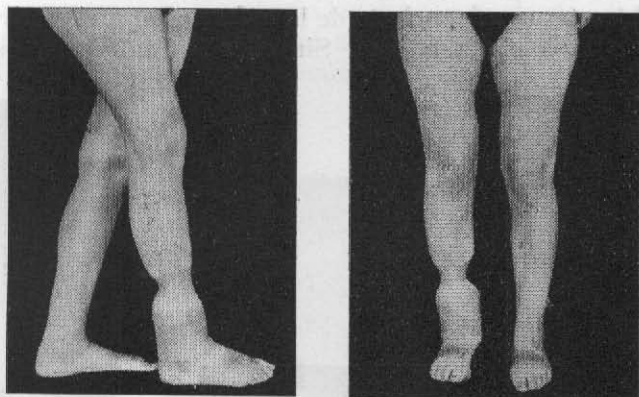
Linfedema por brida amniótica del tercio inferior de la pierna derecha. Enferma de 28 años. En la radiografía ligera reacción perióstica tibial y peronea a nivel de la estrangulación.
